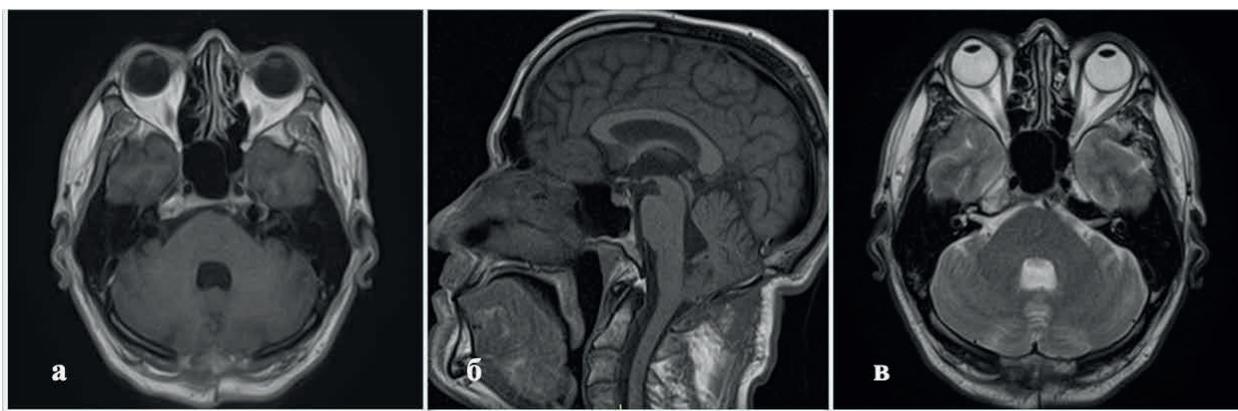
МРТ головного мозга через 2 года после оперативного лечения: а – на МР-снимках в Т1-режиме с контрастным усилением не выявлено остаточной ткани опухоли; б – на снимке в Т1-режиме (сагиттальная плоскость) данных за объемное образование IV желудочка нет; в – Т2-режим, аксиальная плоскость – наблюдается регресс скопления ликвора в мягких тканях шейно-затылочной области
